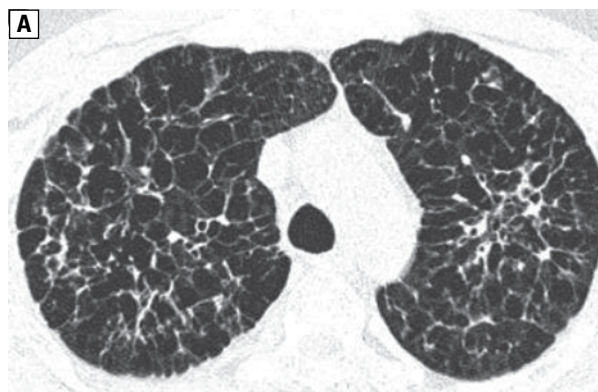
Tomografia komputerowa wysokiej rozdzielczości — liczne guzki i torbiele o dobrze zaznaczonych ścianach, łączące się w lakunarne przestrzenie powietrzne (dzięki uprzejmości dr I. Bestry)
